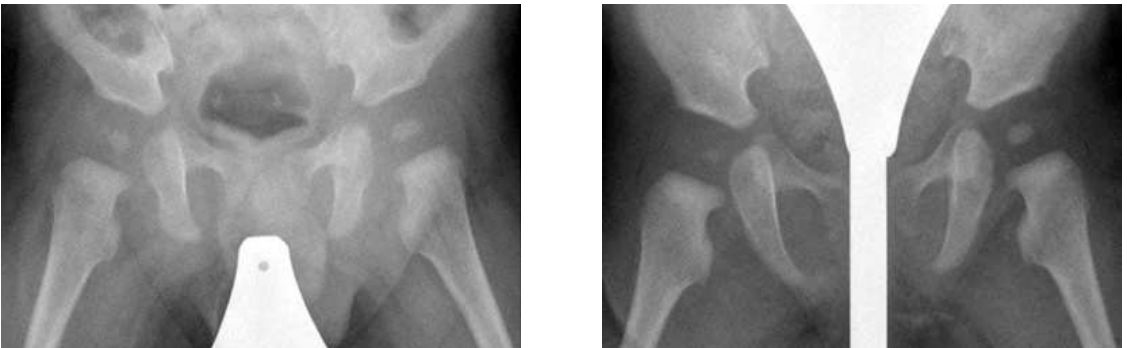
小児股関節のX線写真（左；男子，右；女子）
